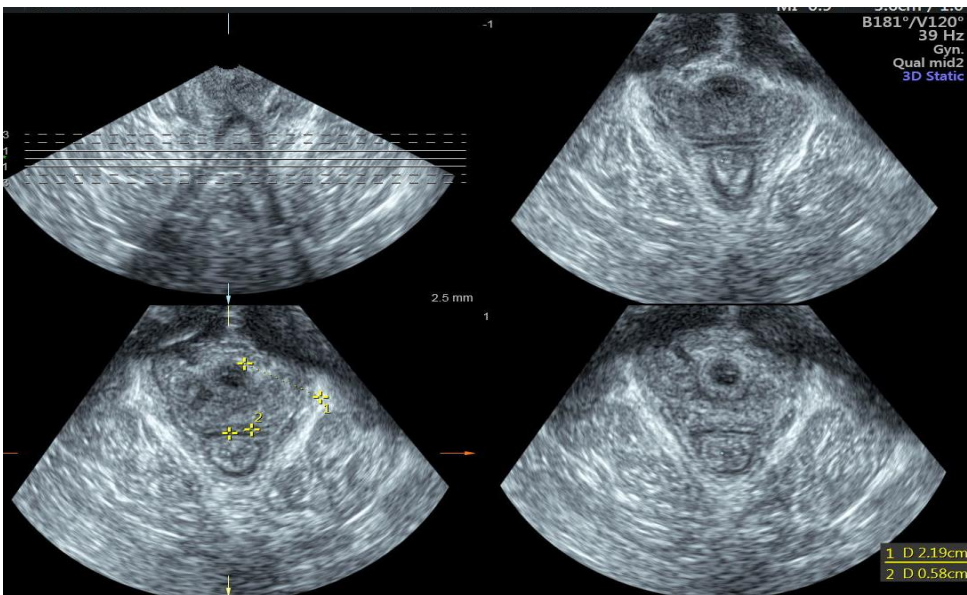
3D transperineal ultrasound- assessment of levator ani (own source with patient permission)
